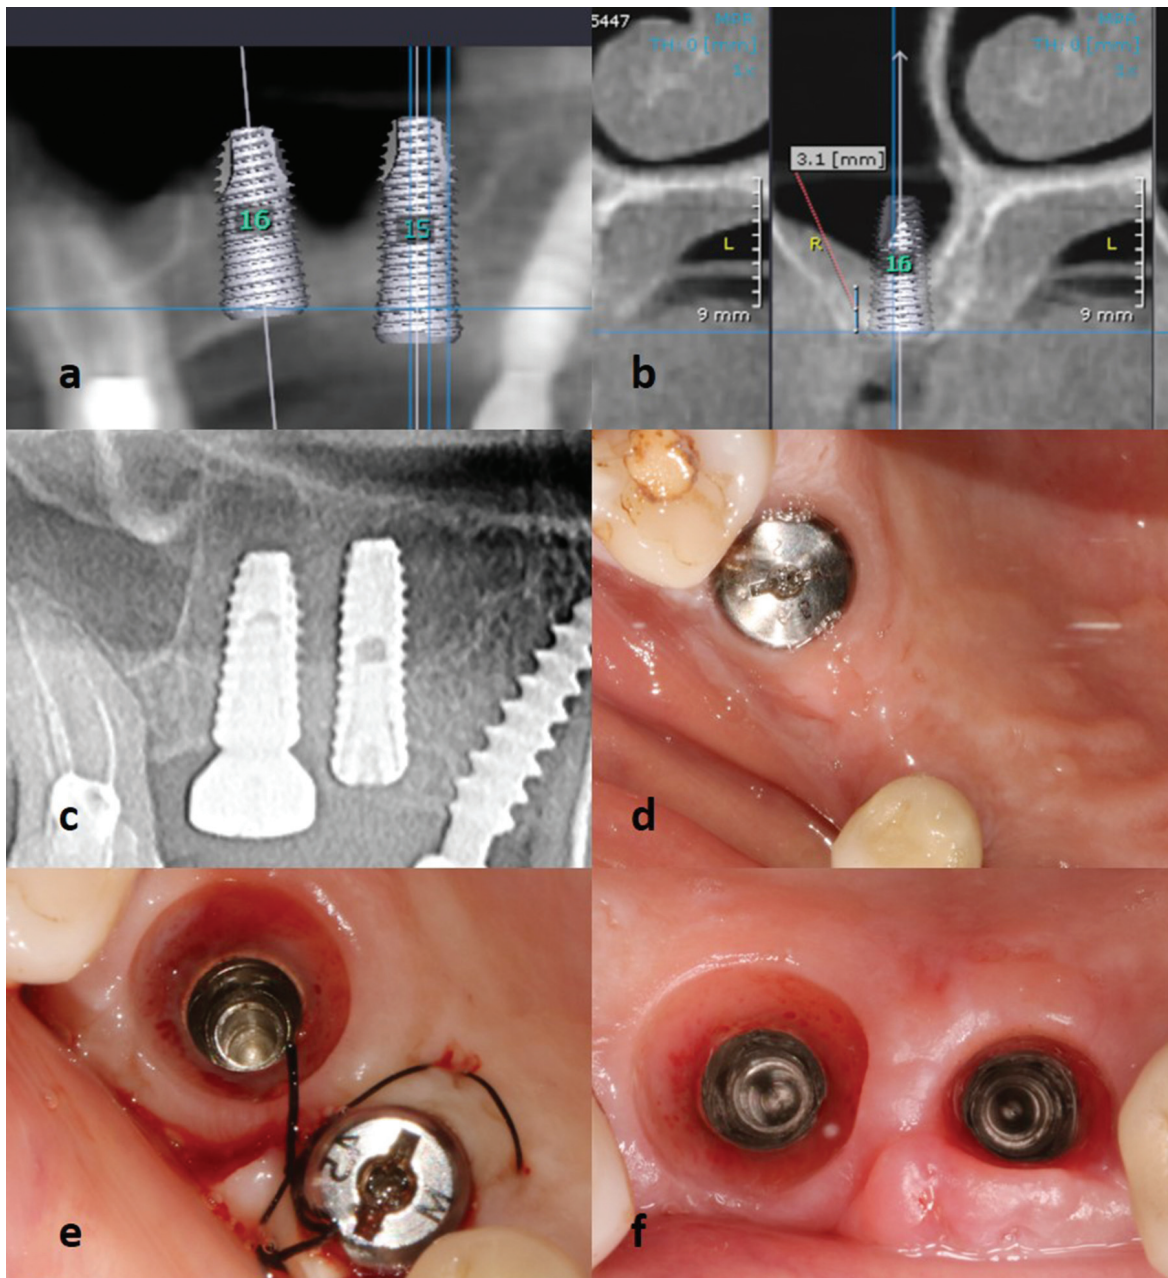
Pacient C. Fragment din planificarea pe CBCT a implanturilor cu evidențierea osului rezidual subantral sub 4mm (a,b), fragment din OPG postoperator (c), aspectul în oglindă a mucoasei la finele perioadei de vindecare pentru implanturile instalate într-un timp și 2 timpi chirurgicali (d), aspect în oglindă după expunerea implantului anterior și evaluarea inelului gingival periimplantar (spațiu biologic format) la implantul posterior (e), starea țesuturilor moi la 10 zile postoperator (f).
